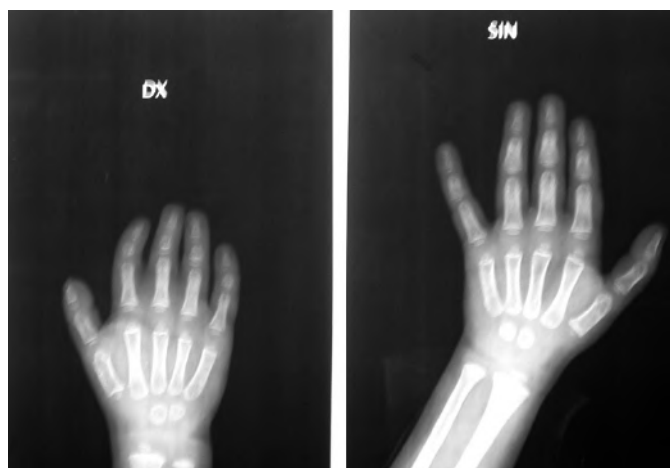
Radiografia comparativa mano destra e sinistra; sindattilia incompleta del II° e III° raggio e del II° e IV° raggio della mano destra associata a dismorfismo delle falangi intermedie del II° - III° - IV° - V° raggio con conseguente brachidattilia mano destra.
